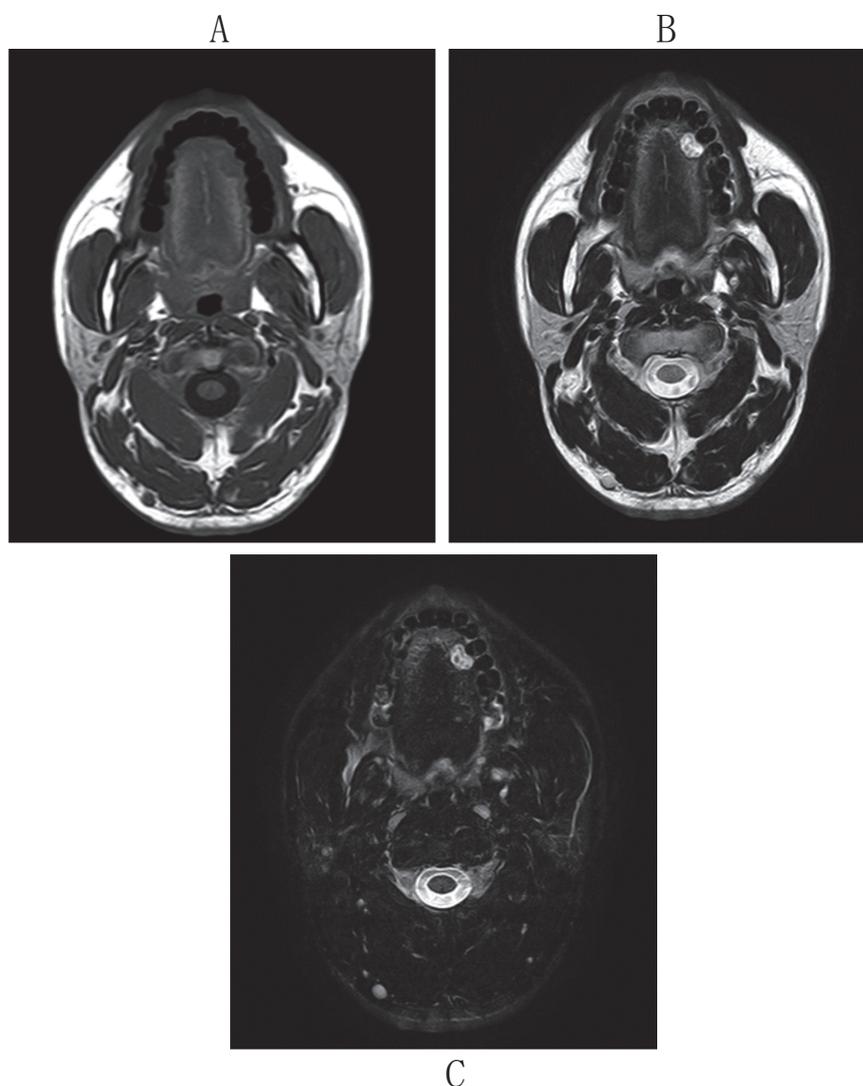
初診時のMRI画像（A：T1強調画像，水平断B：T2強調画像，水平断C：STIR，水平断）
